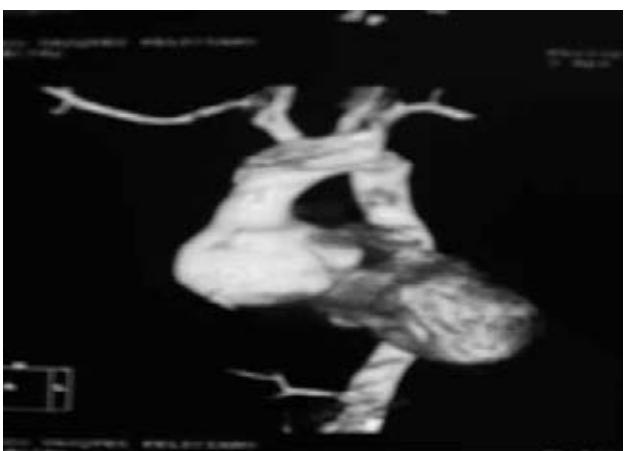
TAC de tórax que corrobora el aneurisma de 11 x 8 cm en la aorta ascendente.
